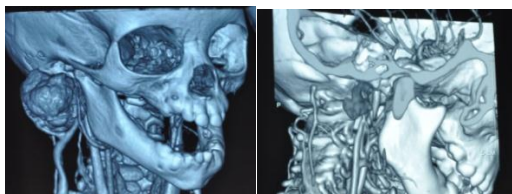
КТ-ангиография другого ребенка перед началом лечения и через 6 месяцев на этапе лечения
